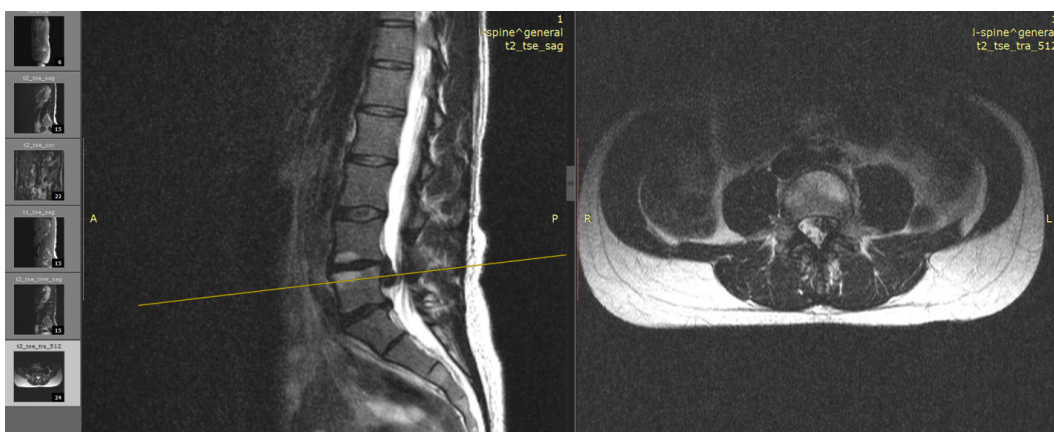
МРТ картина, секвестрированная L4-L5 грыжа до операции
